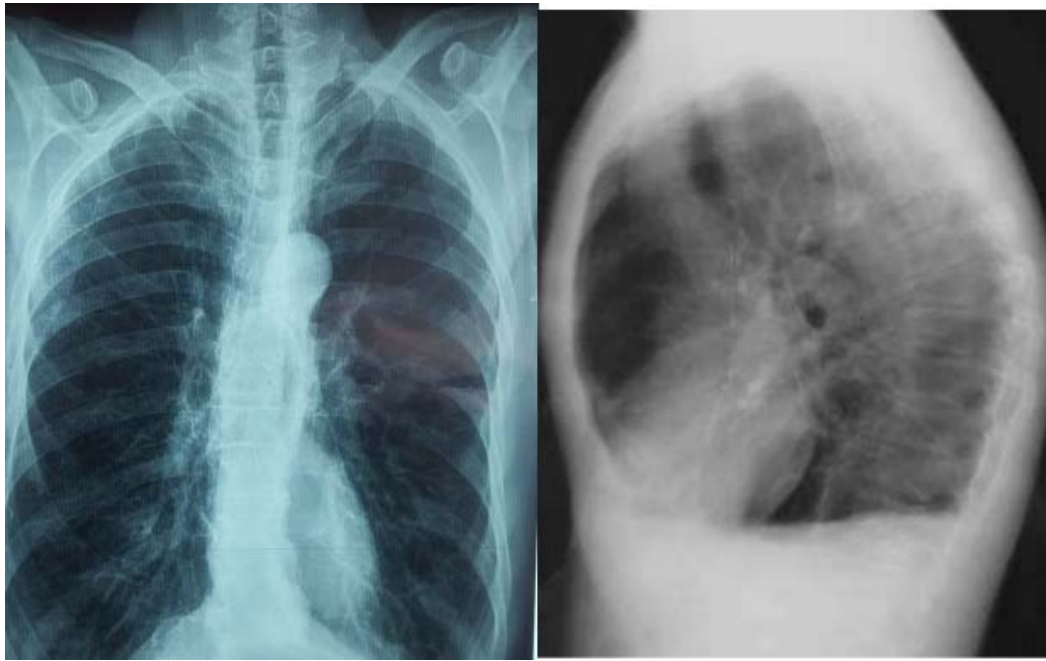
Radiographie thoracique de Face et de profil mettant en évidence une distension thoracique.
